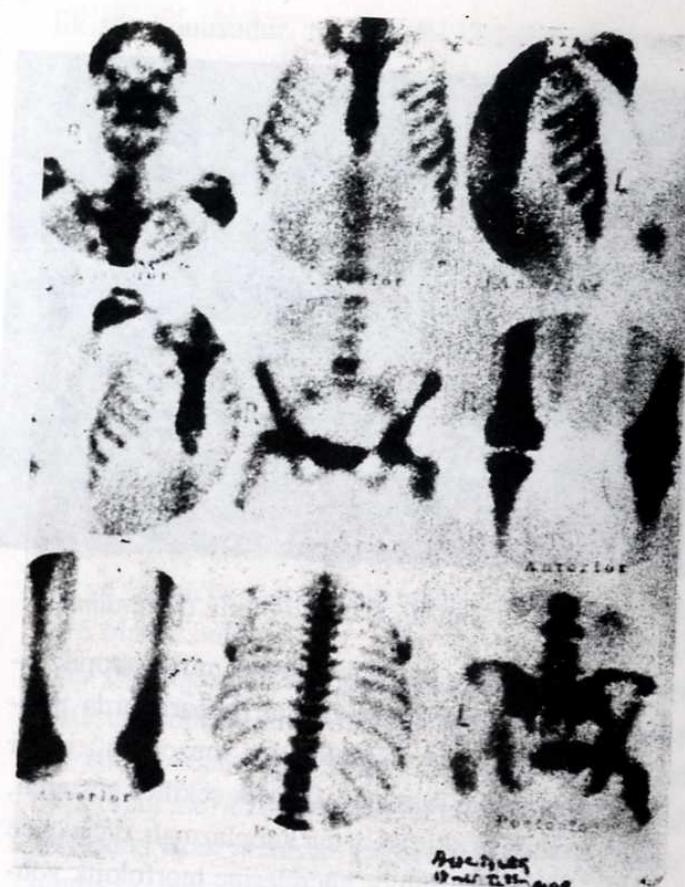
Femur Sintigrafisi.
